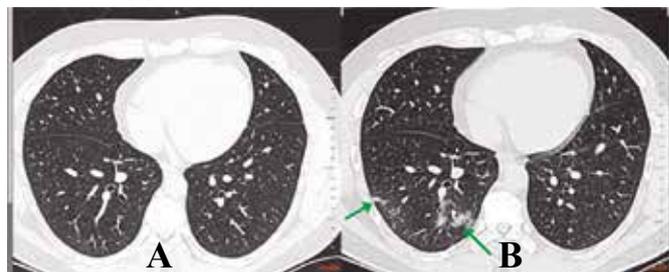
Fase inicial. Paciente COVID-19 positivo com sintomas respiratórios discretos e estado gripal. Mesmo paciente, mesmo nível das imagens (lobos inferiores): TC de 3/7/2020 normal (A) e TC de 17/7/2020 (B) demonstrando pequenos focos de atenuação em vidro fosco no lobo inferior direito (setas).
